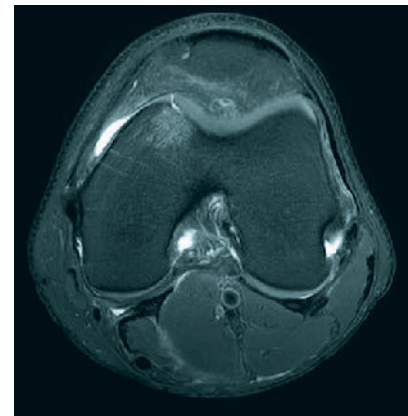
Axiales MRT eines linken patellofemorales Gelenksabschnitts (T2-gewichtet). Es zeigt sich der Zustand nach traumatischer Erstluxation der Patella nach lateral. Neben einem deutlichen intraartikulären Erguss als Zeichen des frischen Unfalls zeigt sich eine ausgeglichene osteochondrale Flanke, welche aktuell im lateralen Rezessus zu liegen gekommen ist (typische Lokalisation). Dazu passend ausgeglichene osteochondrale Läsion retropatellar medial. Typisch und in den meisten Fällen Bedingung nach Erstluxation, zeigt sich zudem das rupturierte mediale patellofemorale Ligament sowie Retinakulum.
